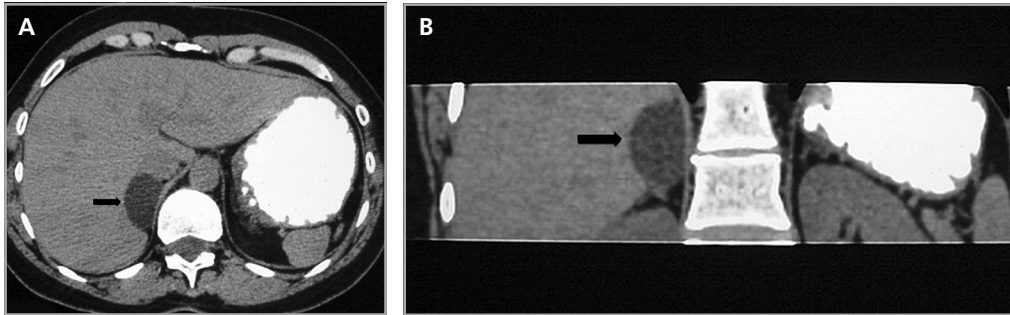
Adenoma suprarrenal típico. Corte axial de tomografía computada (a) y reformateo coronal (b), ambas en fase no contrastada, en donde se identifica una lesión suprarrenal derecha (flecha) marcadamente hipodensa y homogénea.
